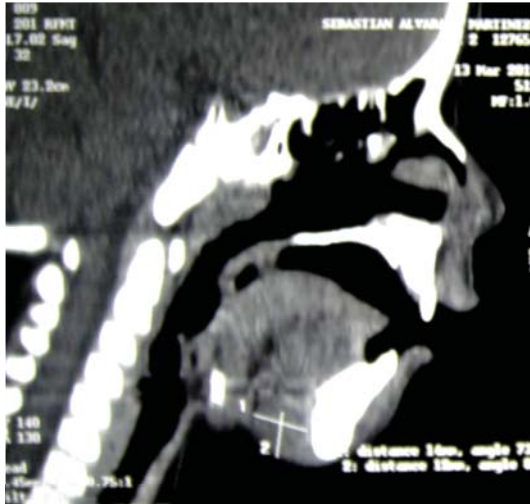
Tomografía computarizada. Corte sagital con delimitación del quiste.
